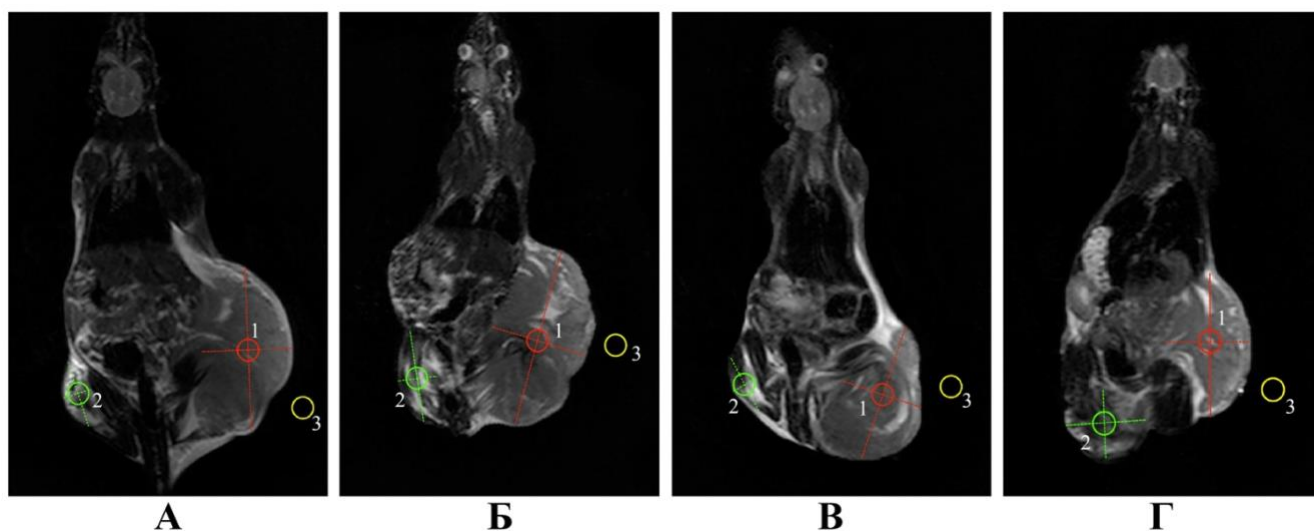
Т₂-зважені МРТ-зображення (корональні зрізи) карциносаркоми Уокер-256 на 18-ту добу після перещеплення: контрольна група (А); ДОКС (Б); МНК-ДОКС (В); МНК-ДОКС + ІІГ + ПМП (Г). Червоним позначено зону інтересу пухлини (1); зеленим – зону інтересу нормальних тканин на протилежній кінцівці (2); жовтим – зону інтересу фону (3).
